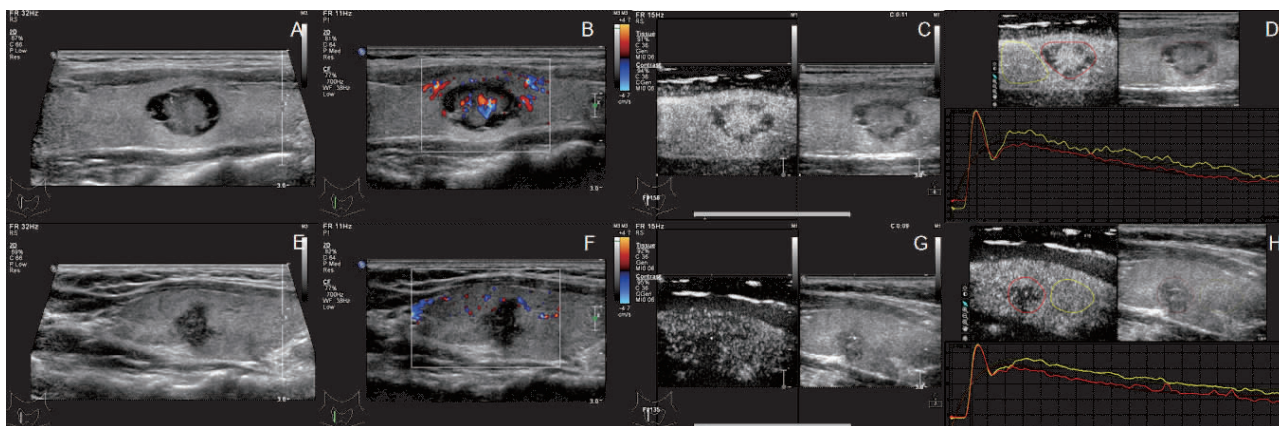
囊性亚型 PTC 患者(A~D)及经典亚型 PTC 患者(E~H)常规超声及超声造影图像
